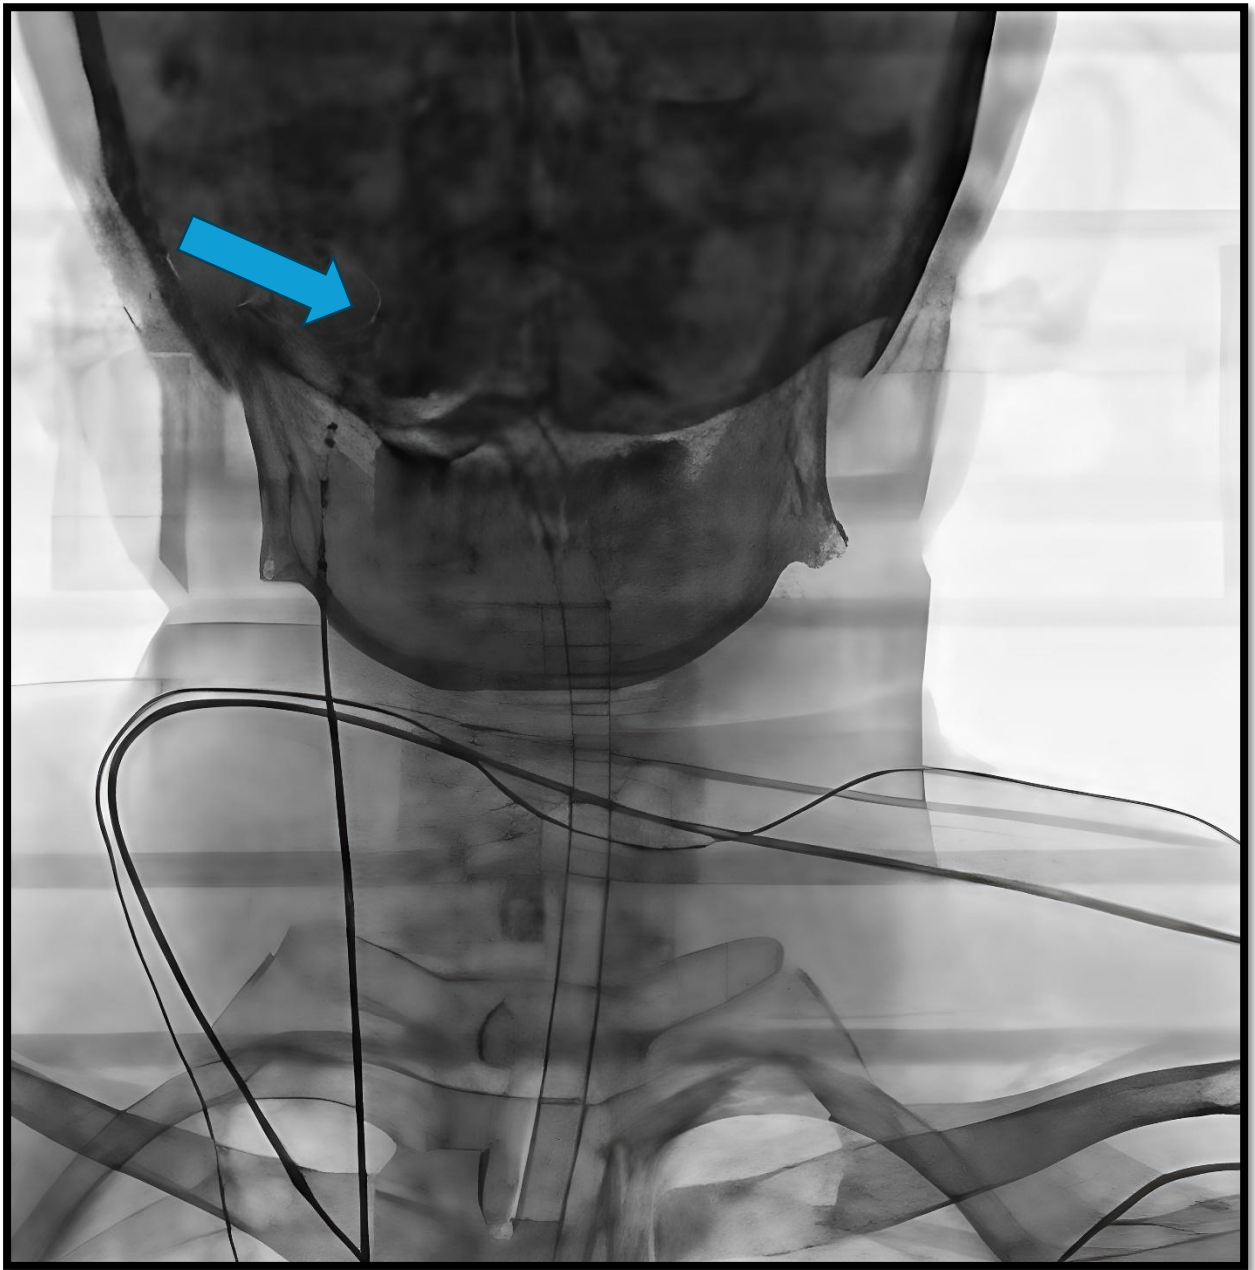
Рентгеновское изображение позиции электрода при стимулировании блуждающего нерва
